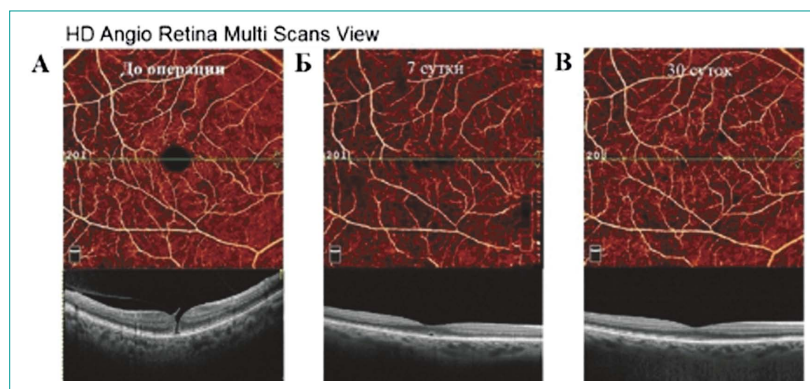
Оптические когерентные томограммы-ангиограммы до и в различные сроки после ультразвуковой витрэктомии 25G. На серии ОКТ-ангиографических сканов демонстрируется анатомический результат и восстановление структуры капиллярных сетей сетчатки в области макулярного отверстия в различные послеоперационные сроки
